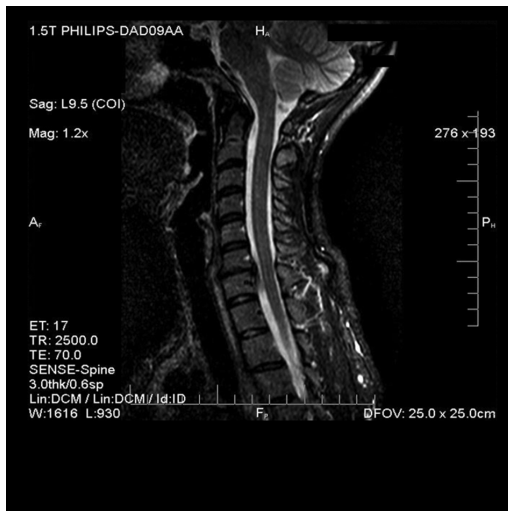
МРТ шийного відділу хребта, пацієнтка О., 37 років
